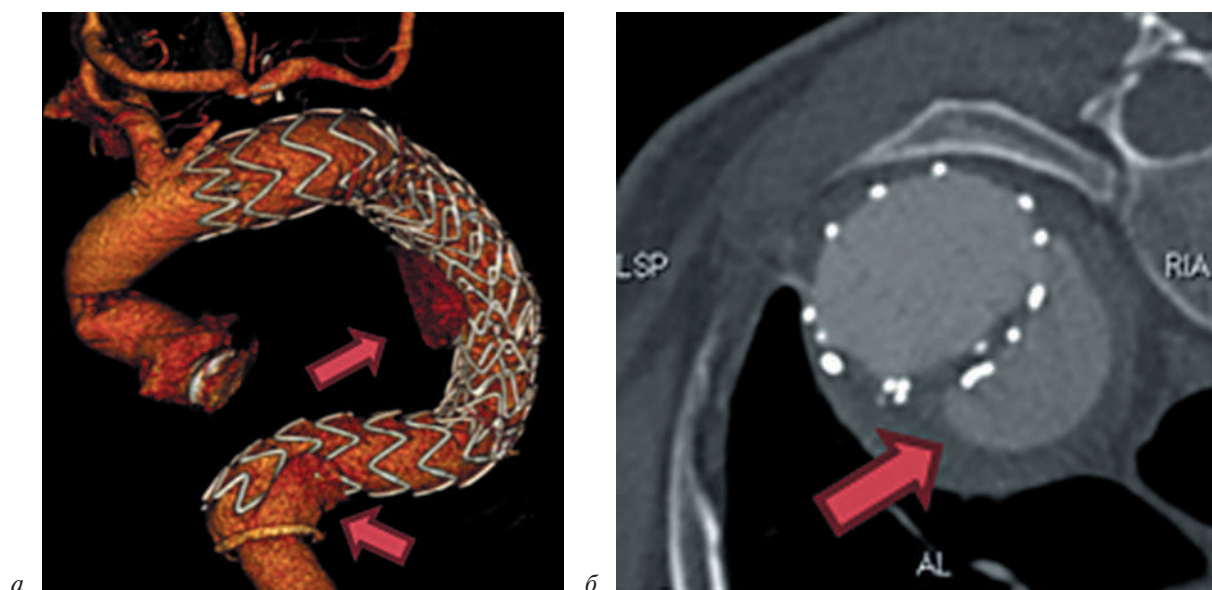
Клинический пример: контрольная МСКТ-аортография через 1 год после операции TEVAR, визуализируются эндолики IIIb и Ib типов (стрелки):
